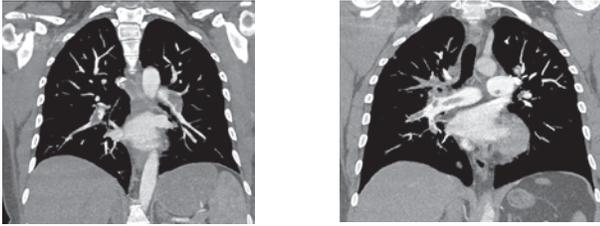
Компьютерные томограммы в том же наблюдении. Видны тромбы в ветвях легочной артерии
